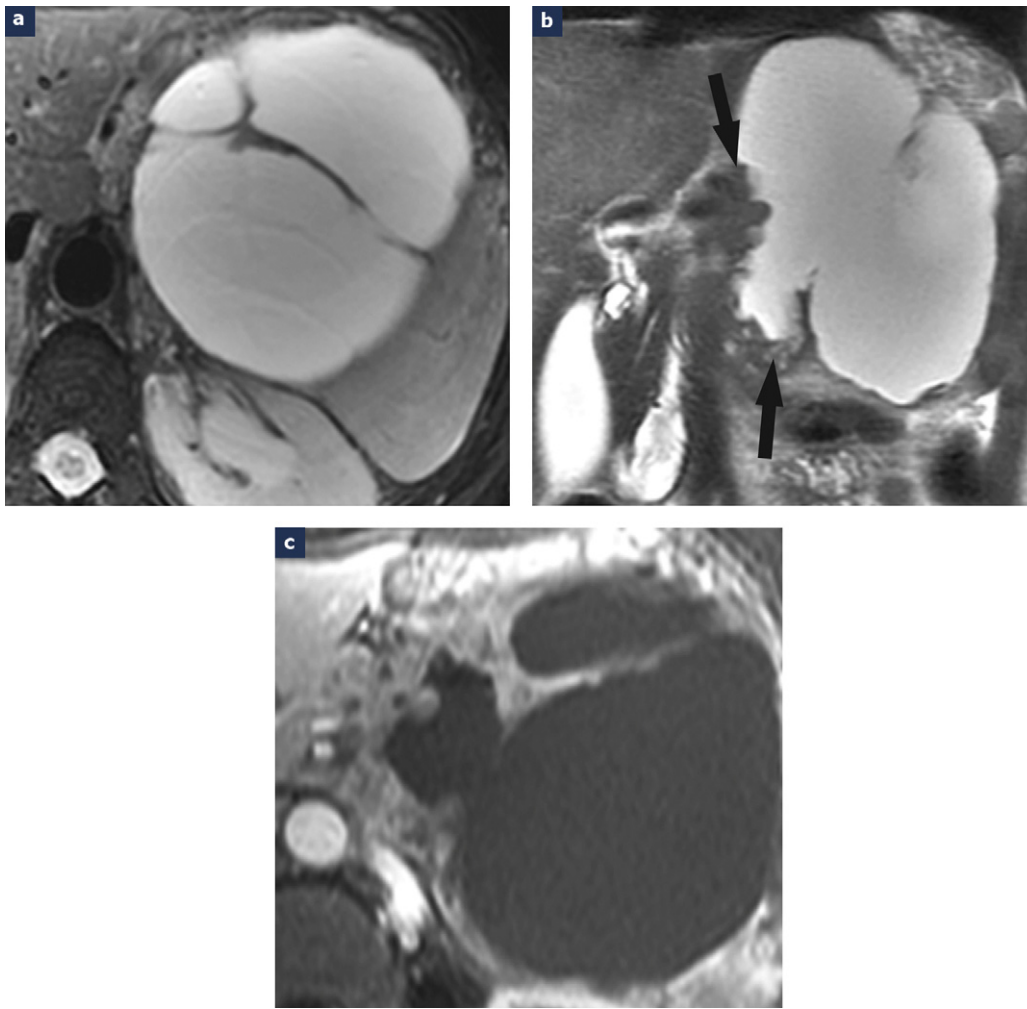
Pseudokyste postnécrotique multilocloisé : a : bonne visibilité des cloisons d'épaisseur irrégulière sur l'IRM en pondération T2 ; b : le raccordement irrégulier du pseudokyste avec le pancréas sur les images frontales en pondération T2 constitue un bon argument pour le diagnostic ; c : en pondération T1 avec injection de produit de contraste et suppression du signal de la graisse, la zone irrégulière du raccordement du pseudokyste avec le pancréas est également bien visible.
